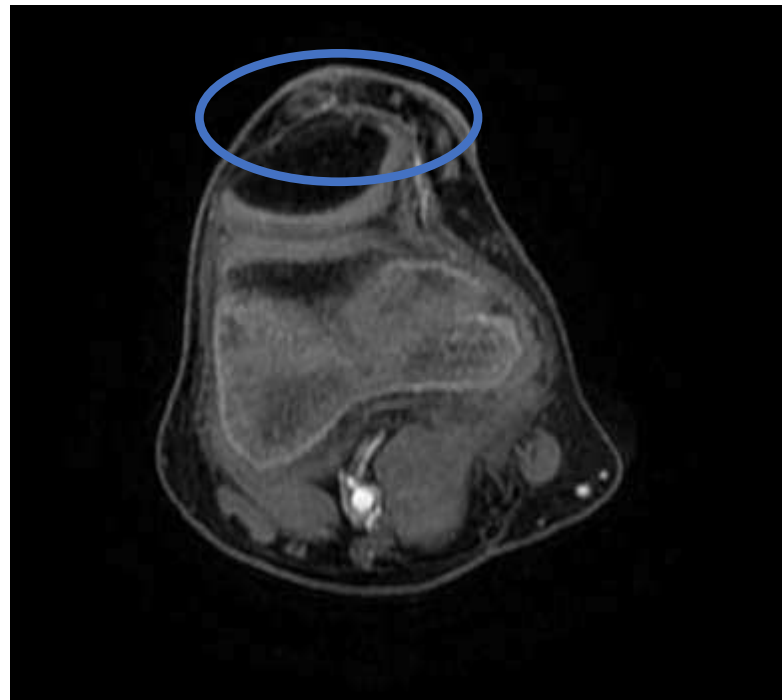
Plano axial de RM con CIV que muestra pequeña lesión vascular con captación en fase venosa
